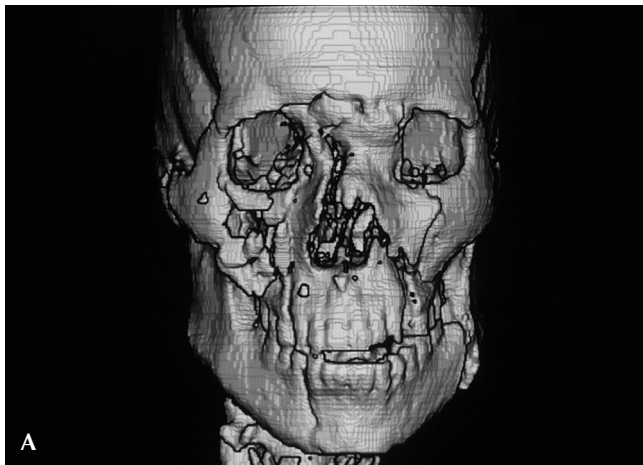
A, B y C Tomografía tridimensional que permite una visualización exacta de las fracturas y el registro de los cambios volumétricos de la cara.
